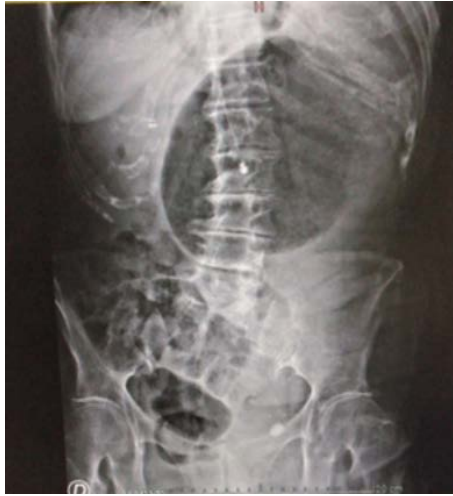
Radiografía de abdomen en decúbito dorsal donde se evidencia imagen compatible con vólvulo gástrico, gran distensión gástrica y sonda nasogástrica en su interior. Colon transverso debajo desplazado.
